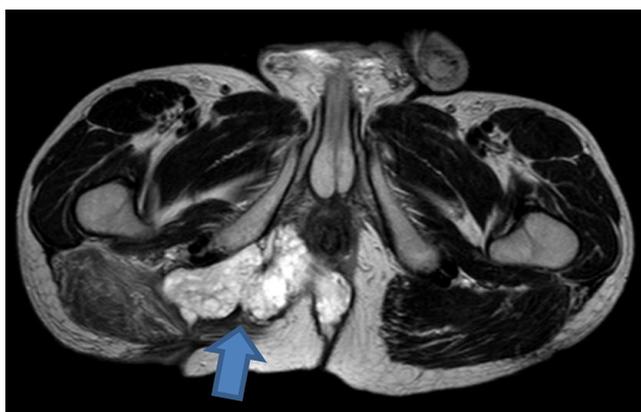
Resonancia magnética. Masa de 10 cm en fosa isquiorrectal derecha que se continúa con trayecto fistuloso y contacta con pared lateral del recto.
